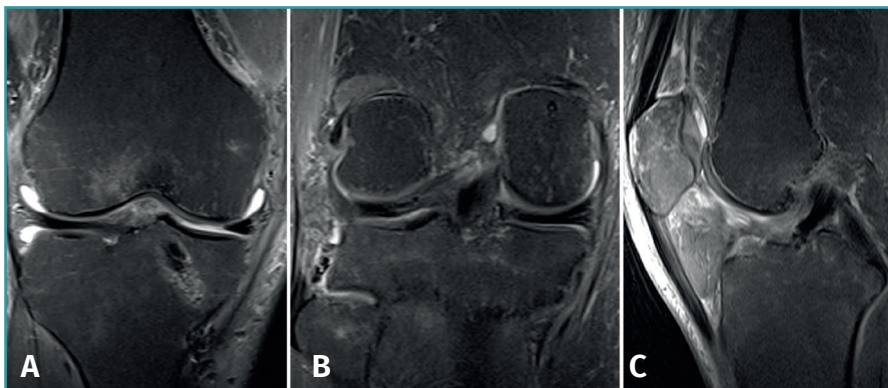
Resonancia magnética que muestra una situación correcta de ambos meniscos sin evidencia de extrusión meniscal (A); consolidación del fragmento óseo de la raíz medial reinsertado (B); y la plastia del ligamento cruzado anterior íntegra y en correcta disposición (C).
